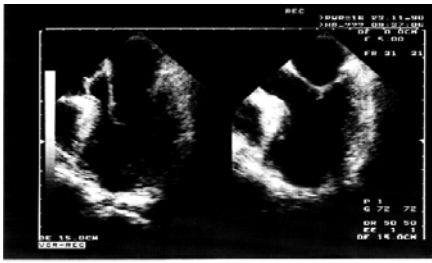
Kasuistik: Echokardiographische Bildgebung des linken Ventrikels eines Patienten mit schwerer CHF bei Vorderwand-Spitzeninfarkt. Die beiden oberen Bilder basieren auf diastolischen und systolischen Messungen des linken Ventrikels, die am stehenden Patienten außerhalb des Wassers erhoben wurden. Die unteren Bilder basieren auf Messungen, die während halstiefer Immersion des Patienten erfolgten. Die linken Abbildungen zeigen die enddiastolische und die rechten Abbildungen die endsystolische Phase der Kontraktion. Die beiden Pfeile weisen auf die Dyskinesie hin, die sich unter Immersion einstellt
